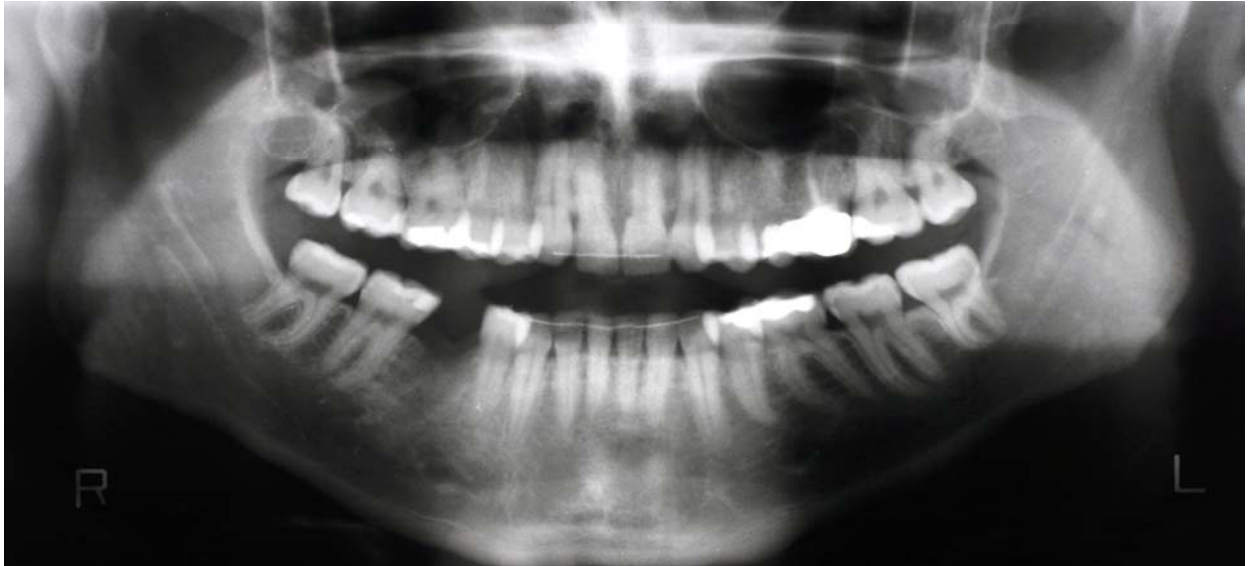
Orthopantomogramm mit Fokus auf Regio 26
